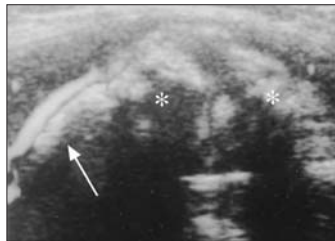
Eco-Doppler de tórax: hiperecogenicidad con sombra acústica (asteriscos) y vasos prominentes (flecha).
